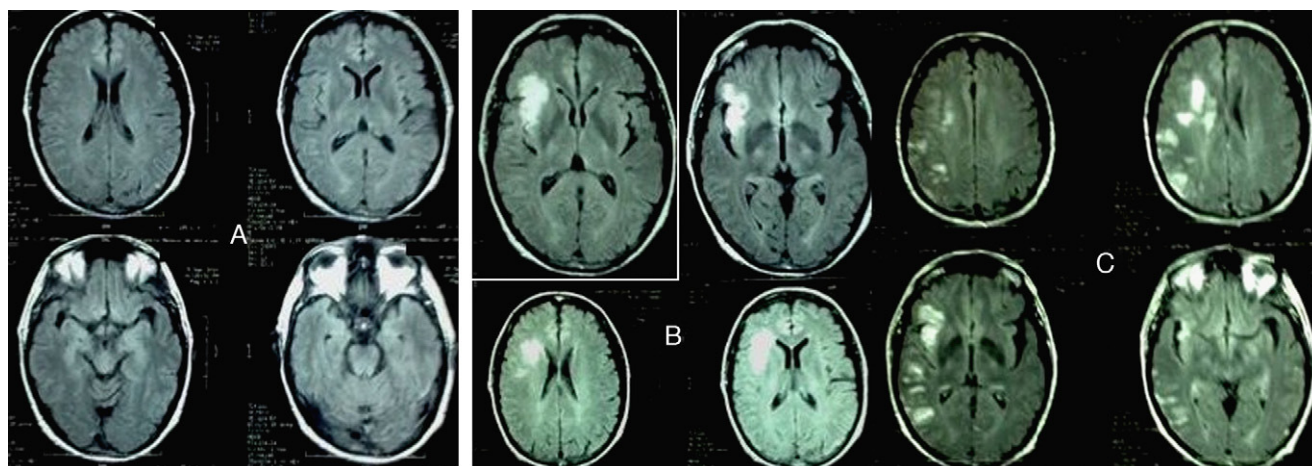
A) RM craneal con secuencia FLAIR basal realizada en el momento del diagnóstico del paciente. B) RM craneal con secuencia FLAIR realizada en el primer ingreso donde se muestra infarto en territorio de la ACMD. C) RM craneal con secuencia FLAIR correspondiente al tercer ingreso.
